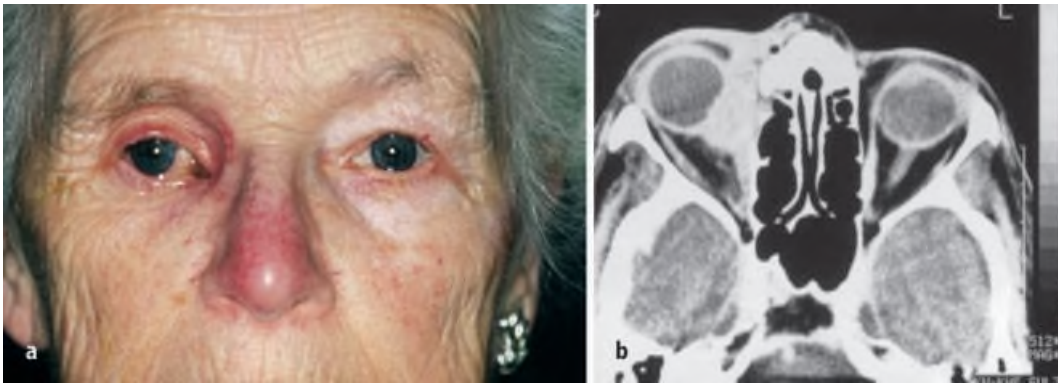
▲ Exophthalmus bei einer Patientin mit einem medial lokalisierten granulomatösen Pseudotumor der Orbita rechts (a); Axiale CT-Darstellung im Weichteilfenster (b)
